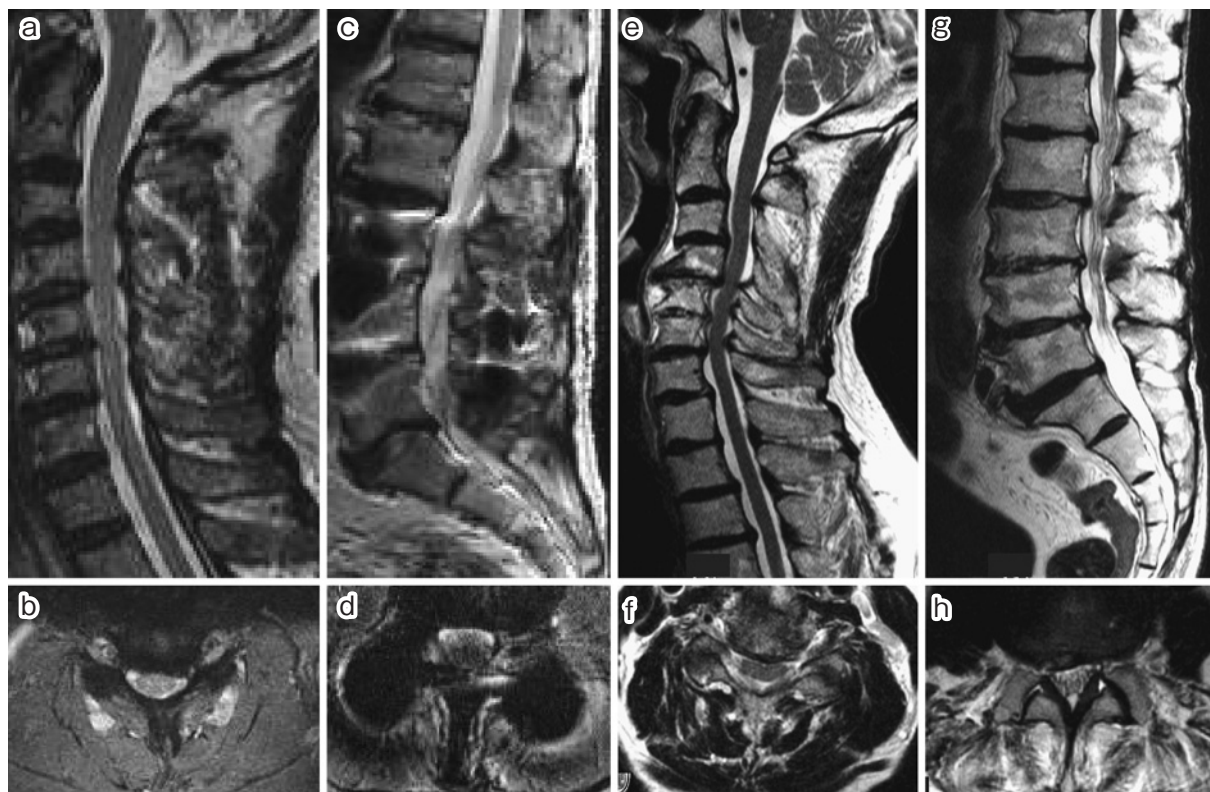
Cervical and lumbar spine MRI of patients 1 and 2 on admission.
